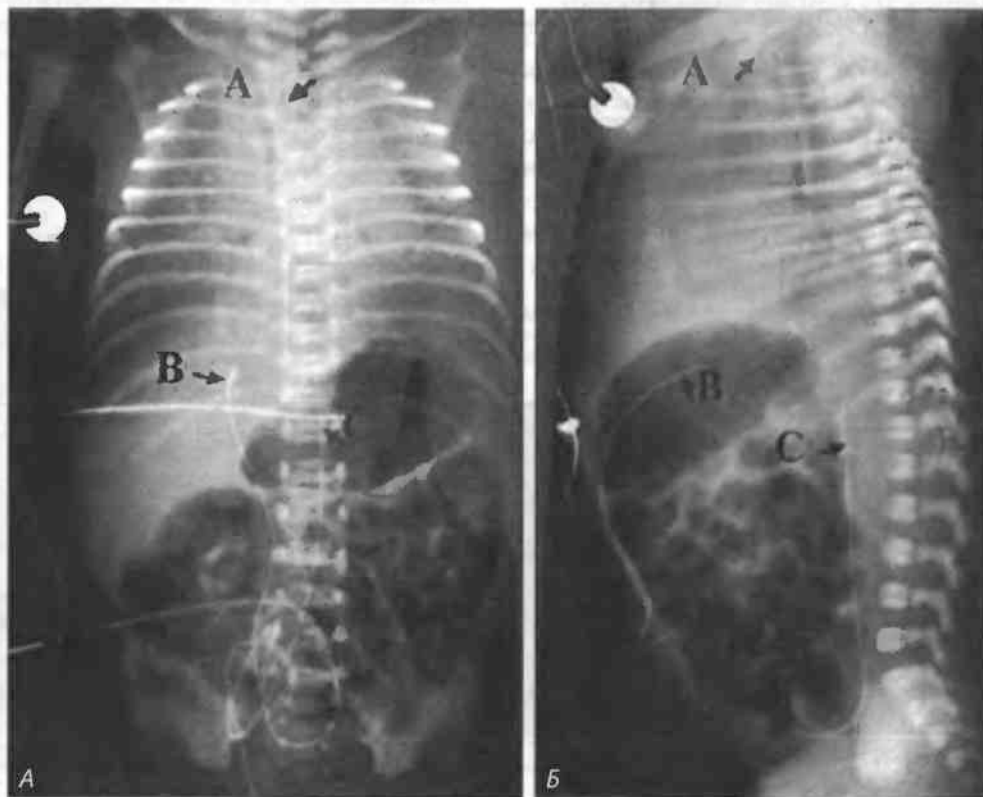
Рентгенограмма болезни гиалиновых мембран — зернистость паренхимы легких, воздушная бронхограмма, наполненный воздухом пищевод. Переднезадняя рентгенограмма в прямой проекции и рентгенограмма в боковой проекции дают возможность отличить катетер, стоящий в пупочной артерии от стоящего в пупочной вене, и определить глубину введения последнего. На рентгенограмме в боковой проекции катетер стоит в пупочной вене и достигает воротной системы печени (Фото любезно предоставлены Walter E. Beidon, Babies Hospital, New York City.):
